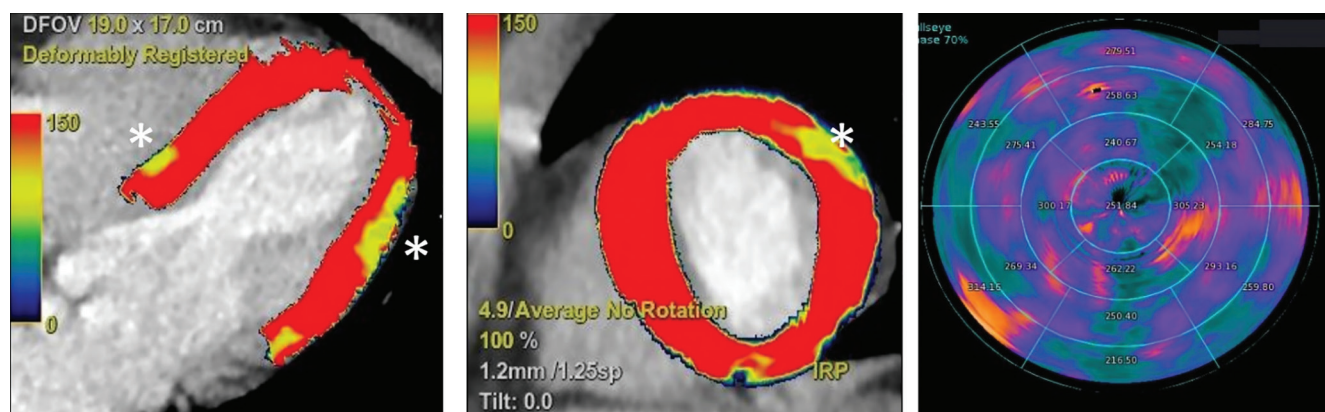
Перфузионная КТ миокарда пациента с бессимптомным ММ в ПМЖА: отмечается снижение перфузии миокарда в среднем переднем и переднем верхушечном сегментах ЛЖ (указаны звездочками).
